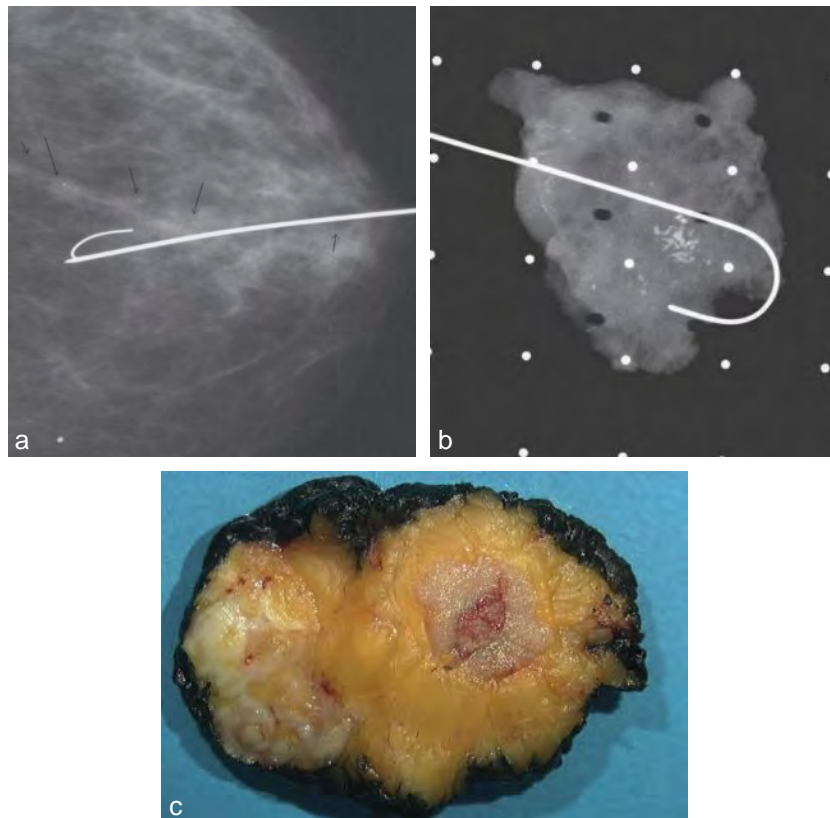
Biopsie chirurgicale après repérage. a. Mammographie avec pose du harpon au contact des biopsies. b. Radiographie de la pièce harpon en place. On voit que les microcalcifications ont bien été enlevées. c. Tumorectomie d'une lésion palpable. Les berges de la tumorectomie ont été colorées en noir pour s'assurer que la résection est bien faite en tissu sain.
